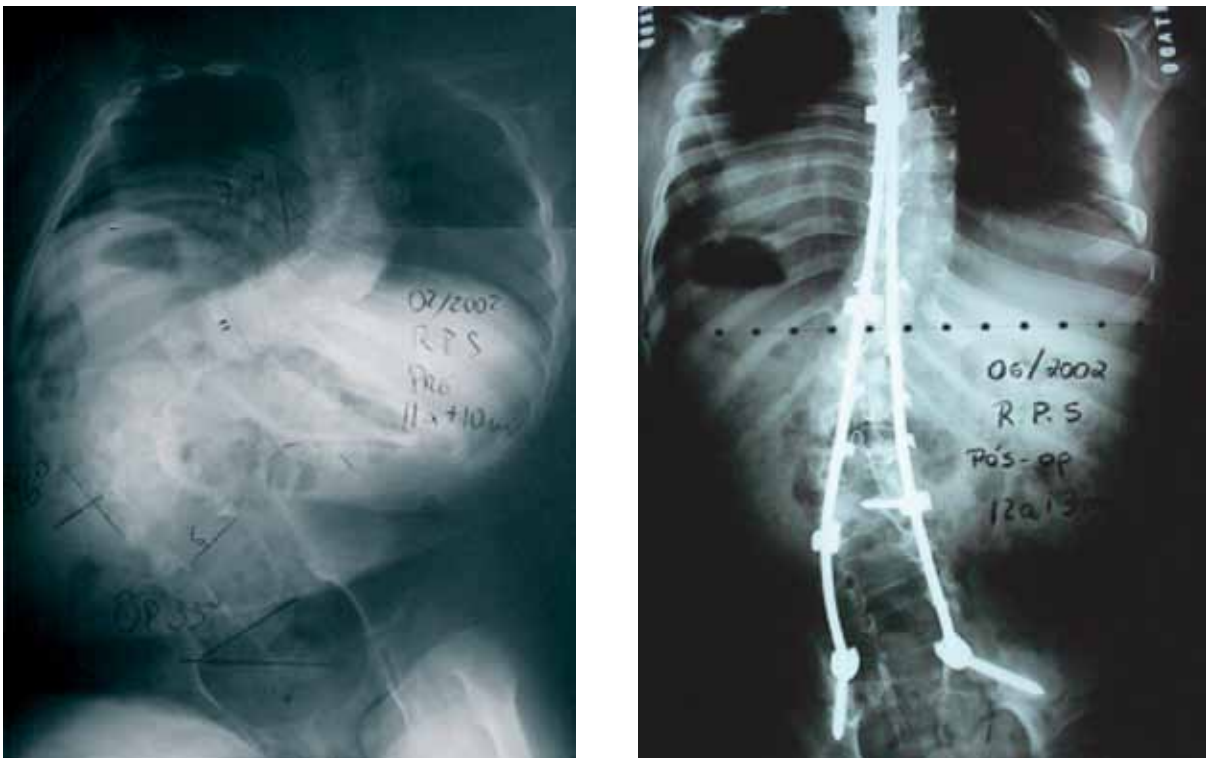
Radiografias pré-operatória à esquerda e pós-operatória, utilizando o dispositivo VEPTR, à direita
